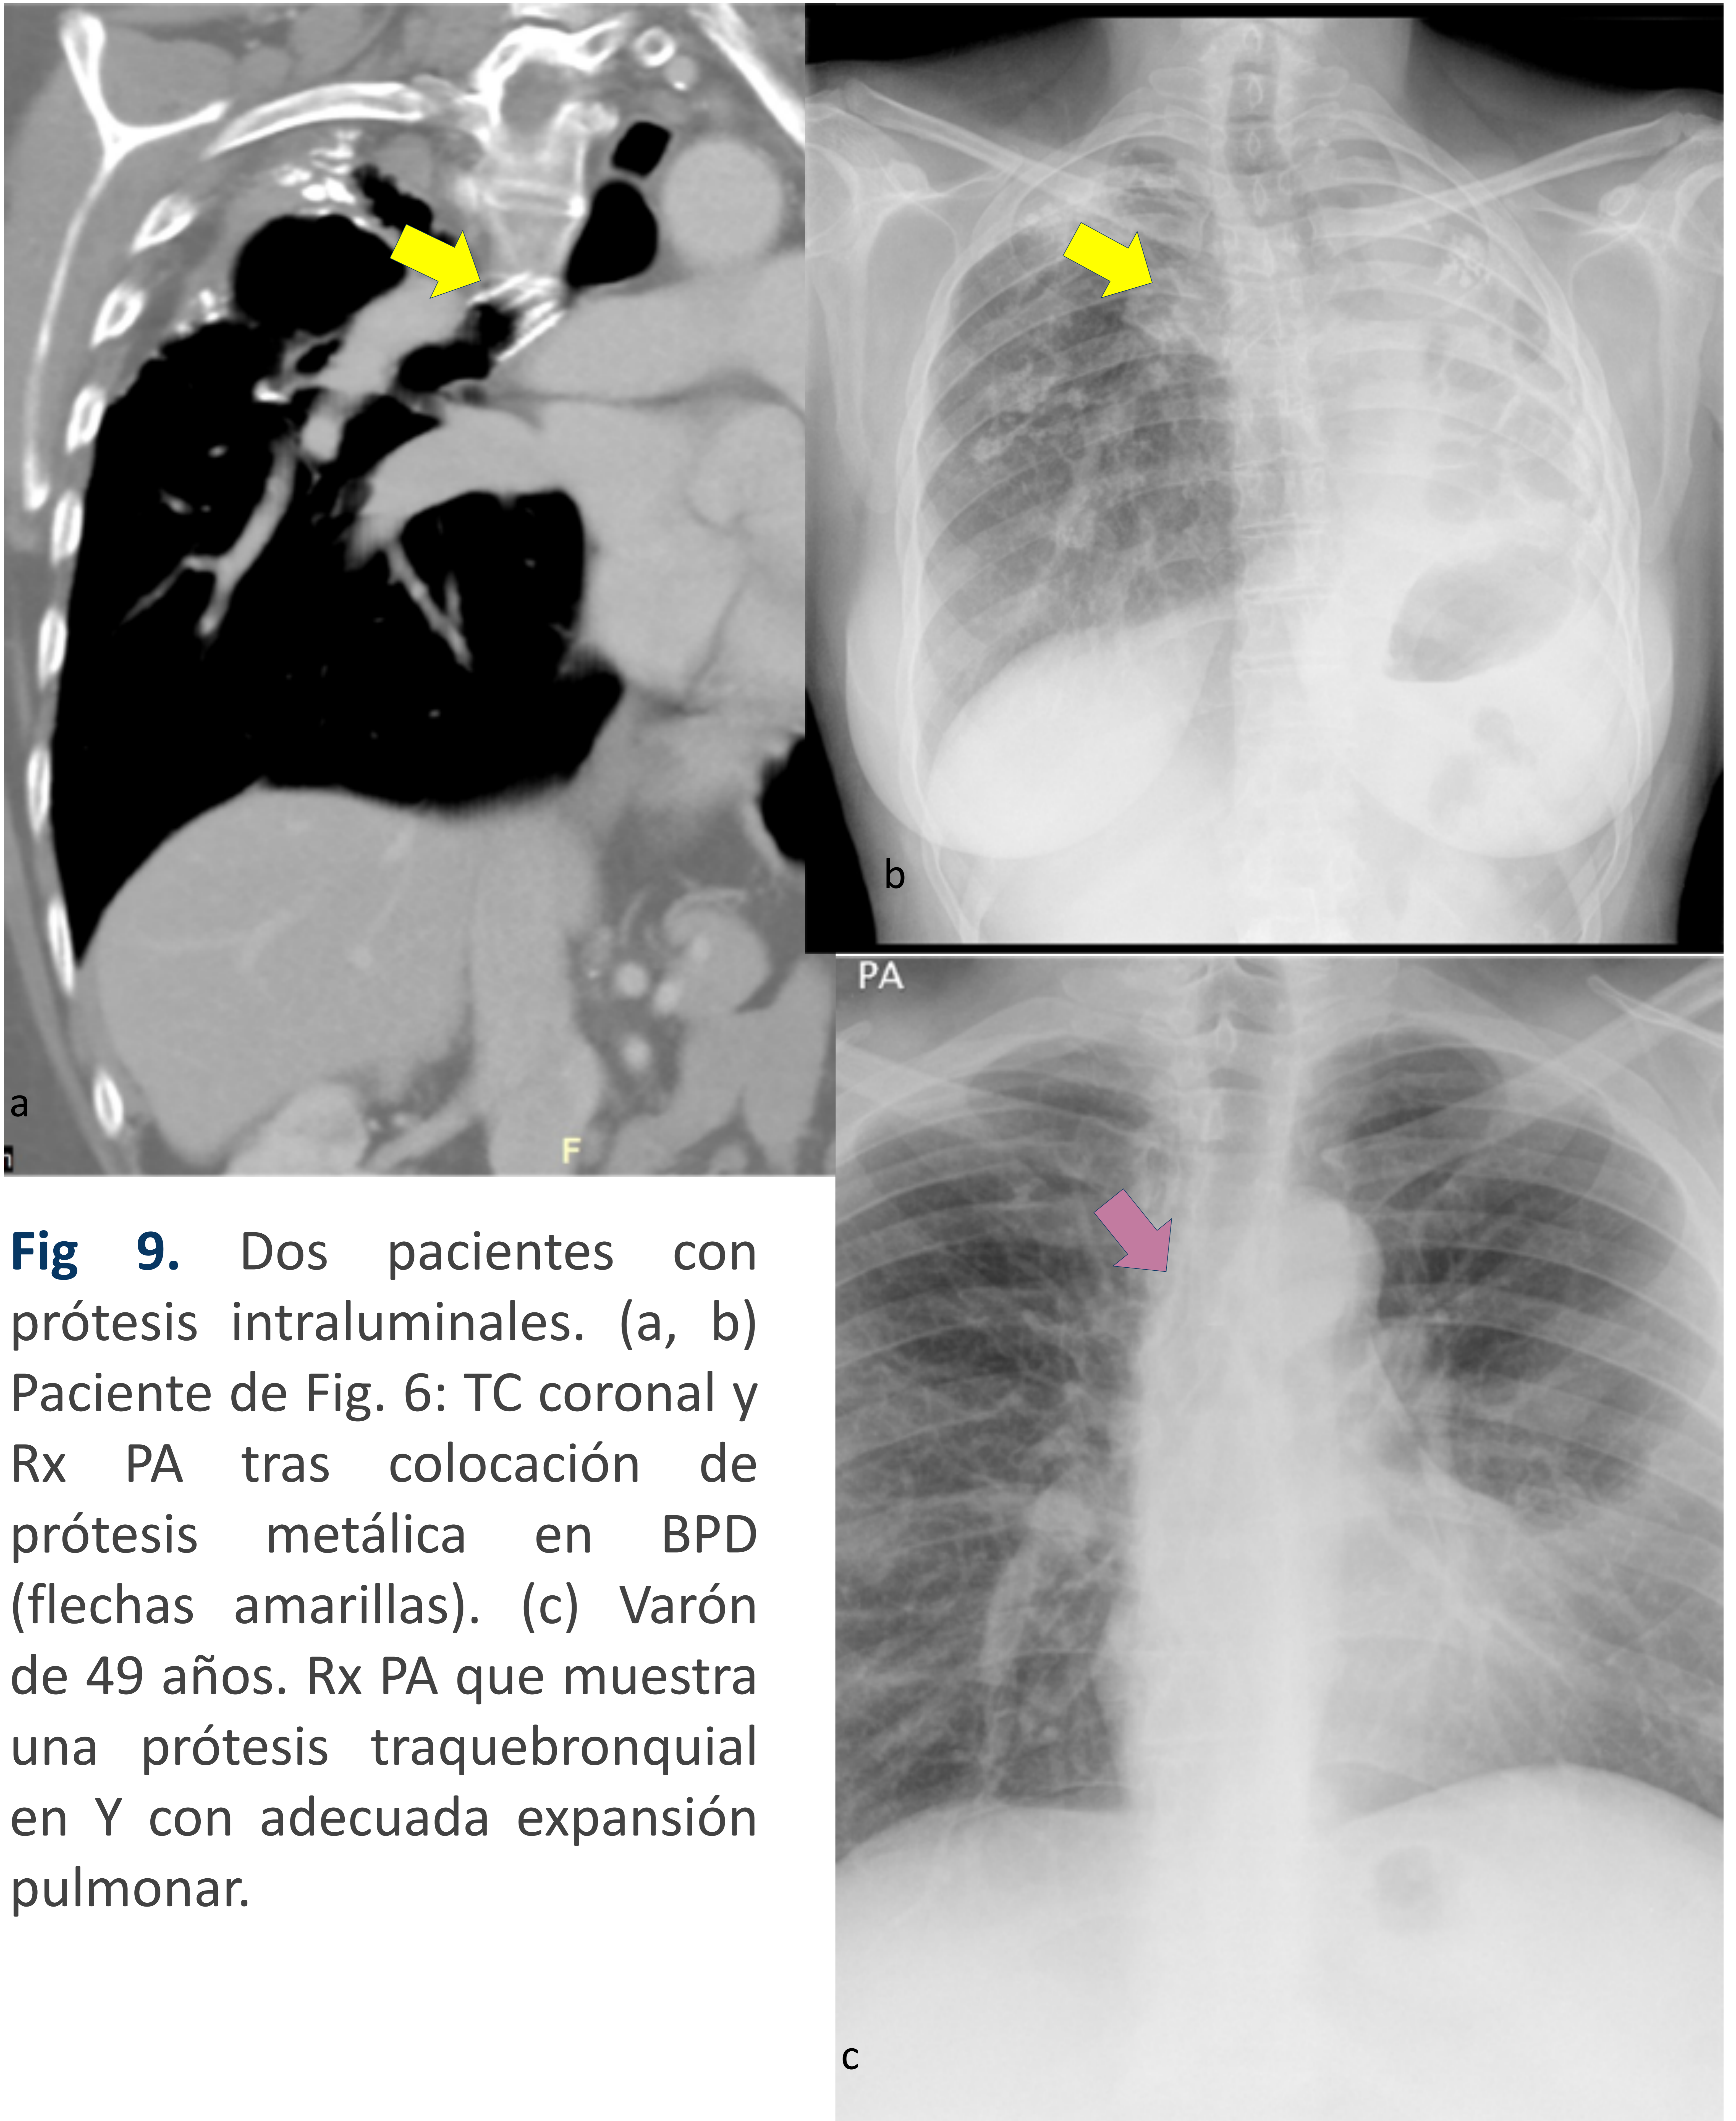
Dos pacientes con prótesis intraluminales. (a, b) Paciente de Fig. 6: TC coronal y Rx PA tras colocación de prótesis metálica en BPD (flechas amarillas). (c) Varón de 49 años. Rx PA que muestra una prótesis traqueobronquial en Y con adecuada expansión pulmonar.
